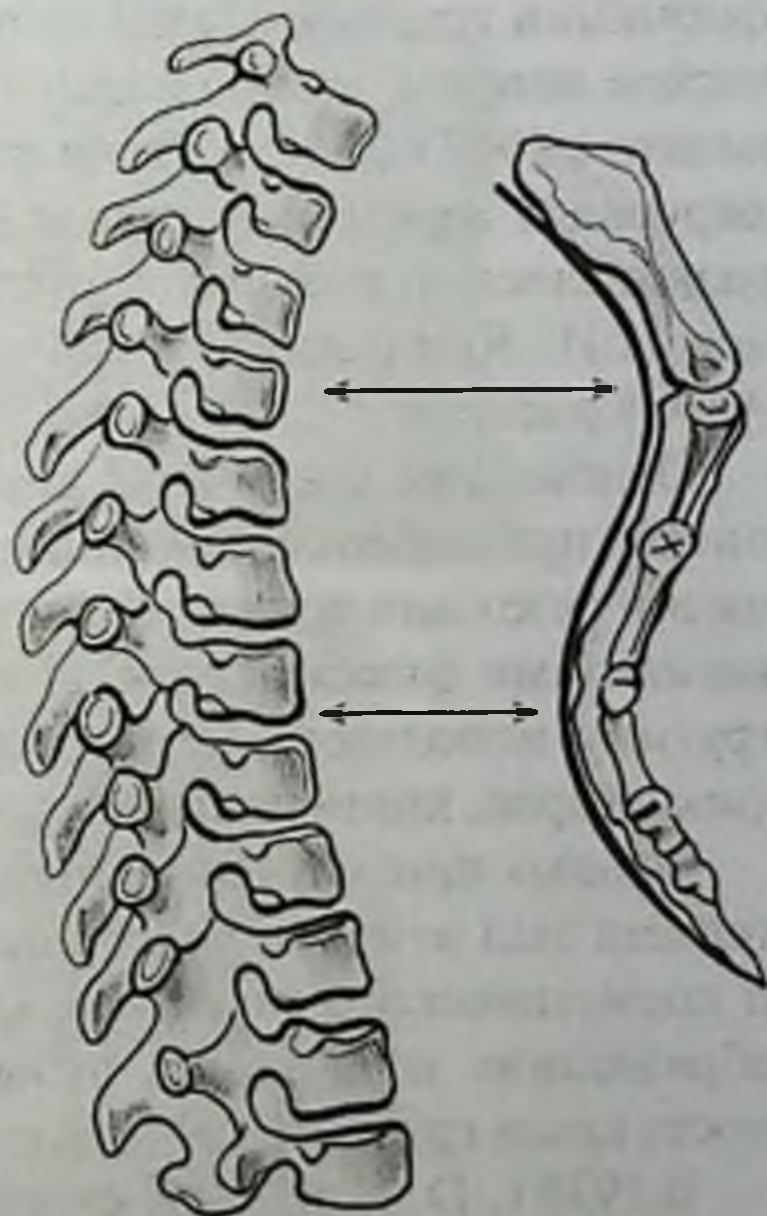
Определение степени деформации грудины по боковой рентгенограмме
